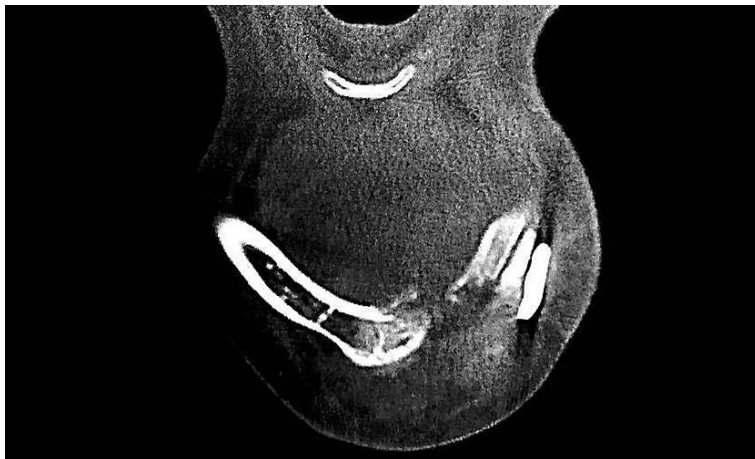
Corte axial de tomografía computarizada de fase simple donde se muestra en la región de la mandíbula de lado izquierdo un área hipointensa, en relación a hueso, evidenciada como pérdida de la continuidad del cuerpo mandibular, observándose un área mixta irregular a expensas de la anterior. Adyacente y hacia afuera, se observan dos estructuras hiperdensas a tejido duro, correspondientes a las placas de reconstrucción. FUENTE DIRECTA
